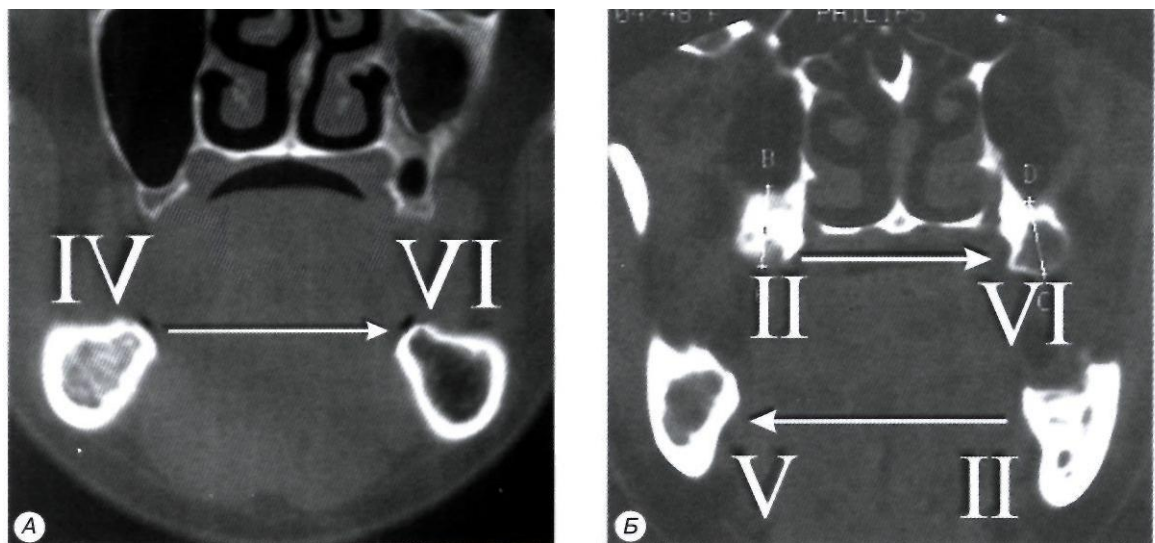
Регрессивная трансформация (данные получены с помощью компьютерной томографии):
